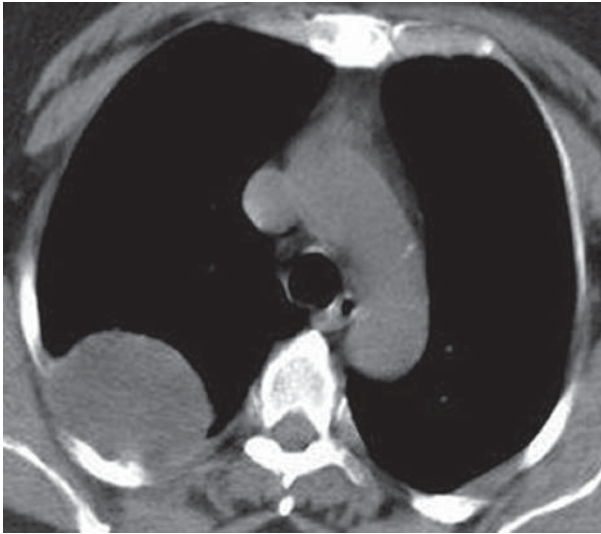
Tomografia de tórax (janela de mediastino) demonstra massa hipodensa, de contorno bem definido, localizada no segmento posterior do lobo superior direito e medindo 4,5cm.
